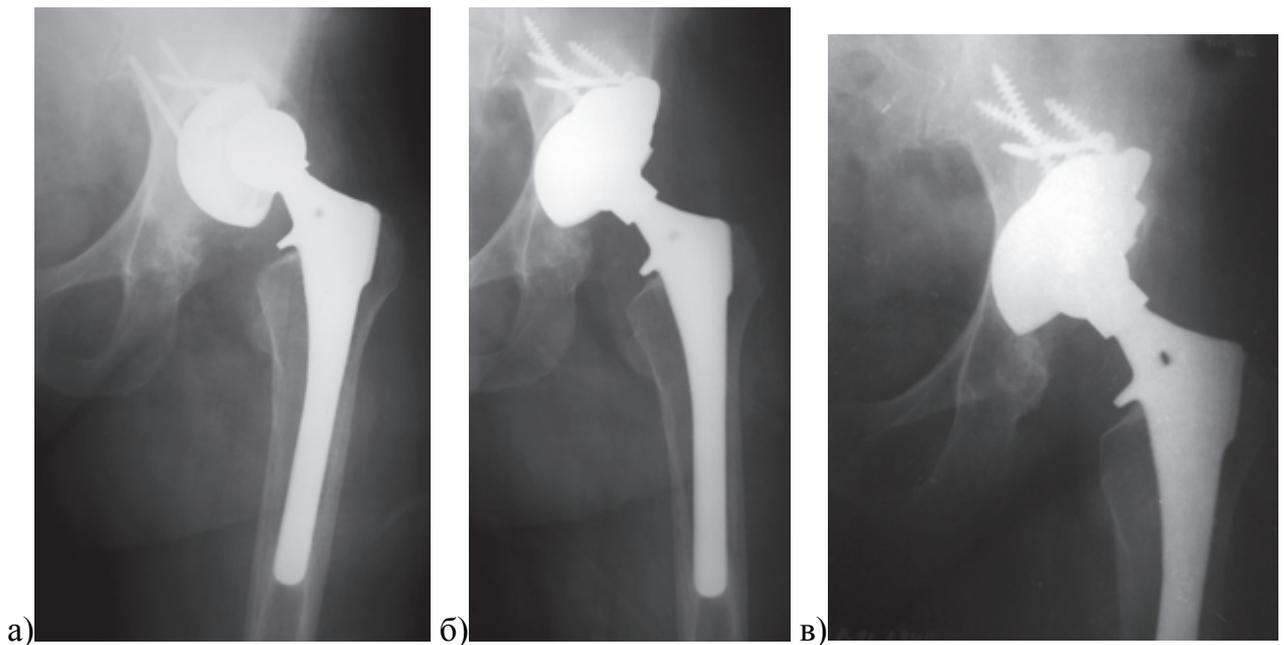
Рентгенограммы пациентки 59 лет с диспластическим артрозом левого тазобедренного сустава: а) выполнено эндопротезирование с установкой вертлужного компонента в область ложной впадины с избыточно высоким центром ротации, расшатывание через год после операции; б) после реконструкции с использованием в качестве верхней опоры металлического аугмента; в) через 2,5 года после ревизионного вмешательства отмечается хорошая остеоинтеграция аугмента и вертлужного компонента с костями таза
